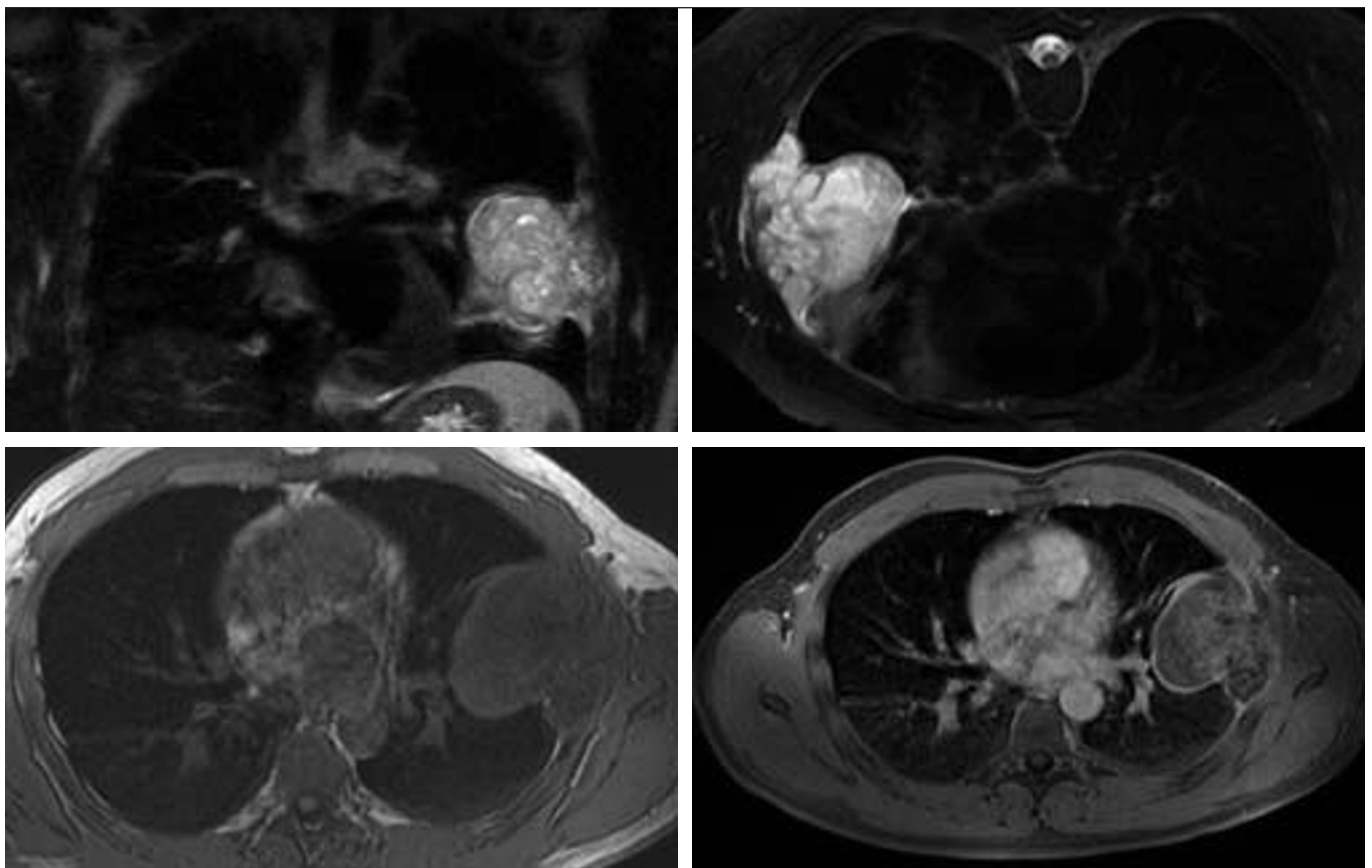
IRM thoracique.
